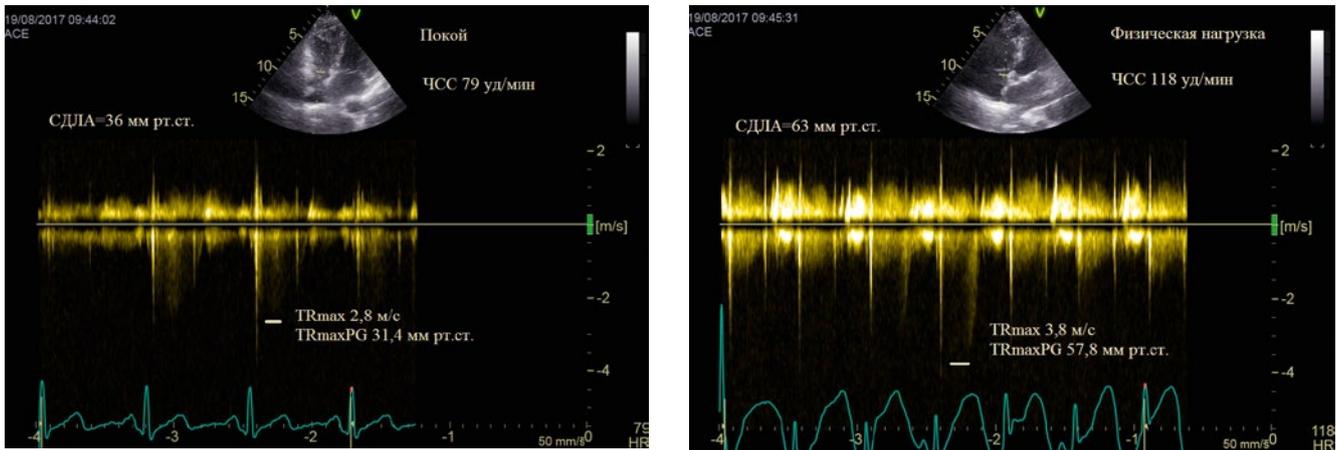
Допплерэхокардиограммы пациента Д. 38 лет с саркоидозом легких II стадии. В покое (слева): скорость струи трикуспидальной регургитации в постоянно-волновом доплеровском режиме (TRmax) 2,8 м/с, транс трикуспидальный градиент струи регургитации (TRmaxPG) 31,4 мм рт. ст. + давление в правом предсердии 5 мм рт. ст., т.е. СДЛА 36 мм рт. ст.; на высоте нагрузки (справа): TRmax 3,8 м/с, TRmaxPG 57,8 мм рт. ст., т.е. СДЛА 63 мм рт. ст.
